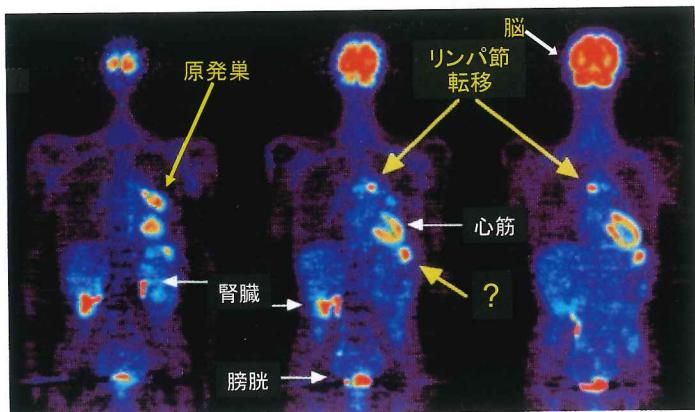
FDG-PET像。脳、心筋、腎臓、膀胱部、心筋下部(?)に高い集積が見られる。
